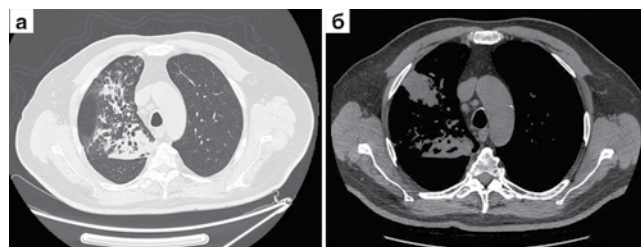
МСКТ органов грудной клетки (от 02.04.2018 г.) – признаки бронхопневмонии верхней доли правого легкого: а – режим «легочного окна»; б – режим «мягкотканного окна»
